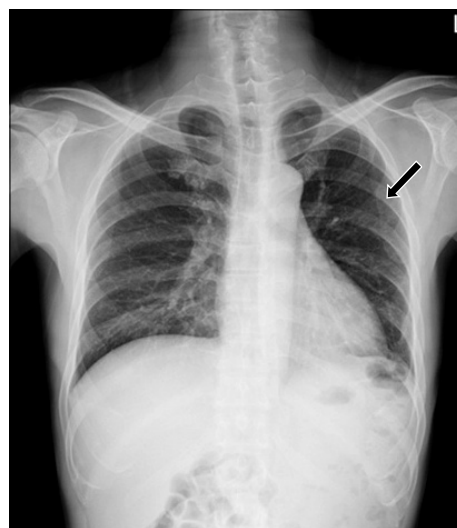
Chest X-ray shows improved state of LUL lesion after treatment (arrow) with steroids.
